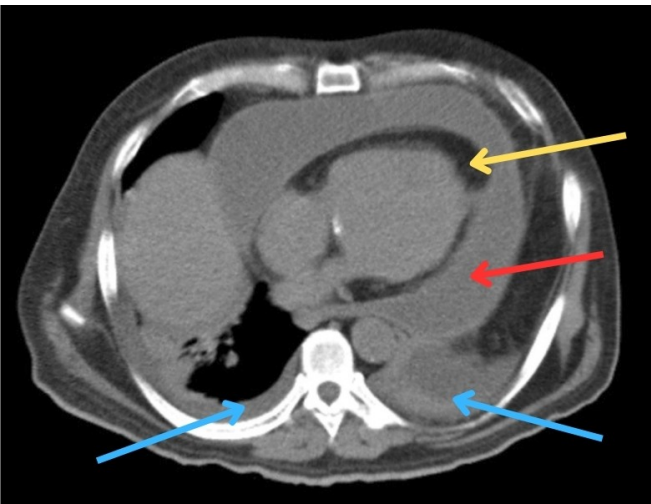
TAC de tórax, corte axial a nivel cardiaco (día 15). Flecha amarilla: derrame pericárdico de 3.15 cm. Flecha roja: engrosamiento difuso de las hojas pericárdicas. Flecha azul: derrame pleural bilateral.
